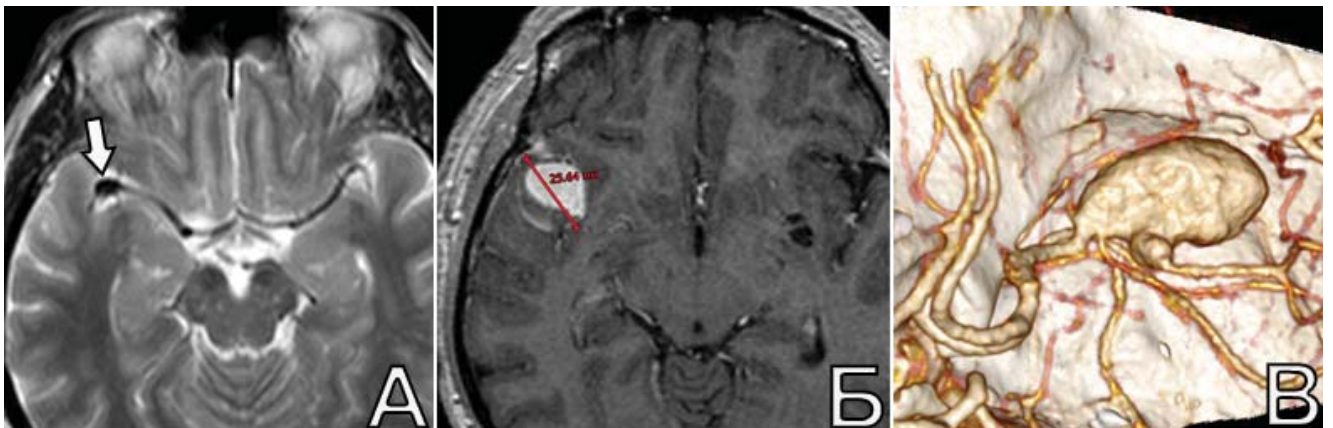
Увеличение и появление тромбов в фузиформной аневризме М1-сегмента СМА у пациента Ц., 46 лет. А. МРТ, Т2: выявлено небольшое (5 мм) расширение М1-сегмента СМА справа (указано стрелкой); Б. МРТ, Т1 с контрастным усилением через 6 лет после предыдущего исследования: отмечено увеличение аневризмы до 25 мм и появление тромбов в ее полости; В. КТА: вид контрастируемой части фузиформной аневризмы в области дистальных отделов М1-сегмента справа
